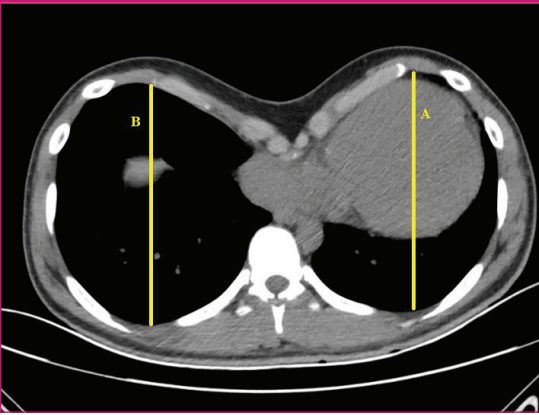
Toraks BT HI ölçümü. 1: Hastanın anteriordan görünüşü. 2: Hastanın oblik görüntüsü. 3: Hastanın toraks BT'sinde en geniş toraks çapı ölçümü (A), en dar anteroposterior çap ölçümü (B). Haller indeksi= A/B.
